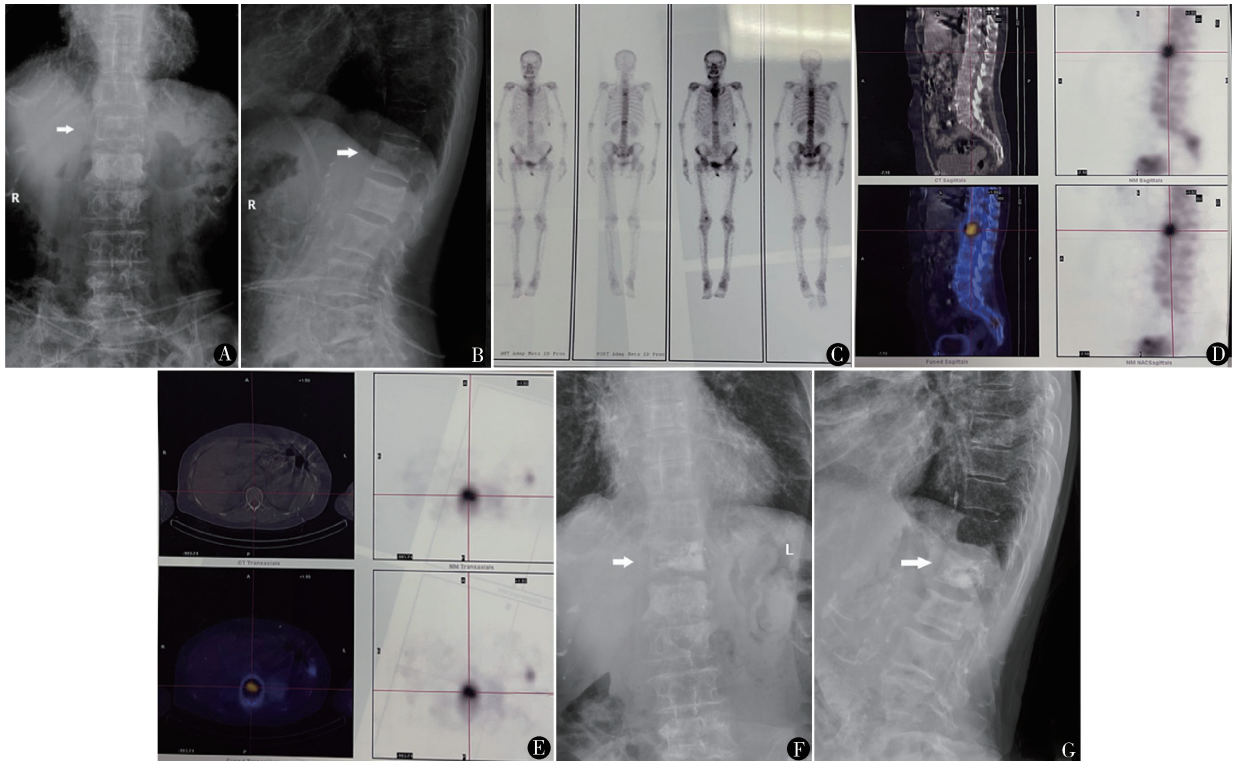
女,60 岁。X 线正(A)侧(B)位:L₁ 椎体外形完整,无明显楔形变,无明显骨折征象;C. ^{99m}Tc-MDP 骨显像全身后位图:L₁ 椎体可见放射性浓聚;D. 同机 CT 断层矢状位图 + ^{99m}Tc-MDP 骨显像融合图:横线型放射性增高;E. 同机 CT 断层轴位 + ^{99m}Tc-MDP 骨显像融合图可见显像剂分布明显浓聚,考虑为近期骨折;PVP 术后 X 线正(F)侧(G)位:L₁ 椎体内部可见骨水泥呈高密度影,骨水泥弥散已过中线,无明显渗漏,分布较均匀
